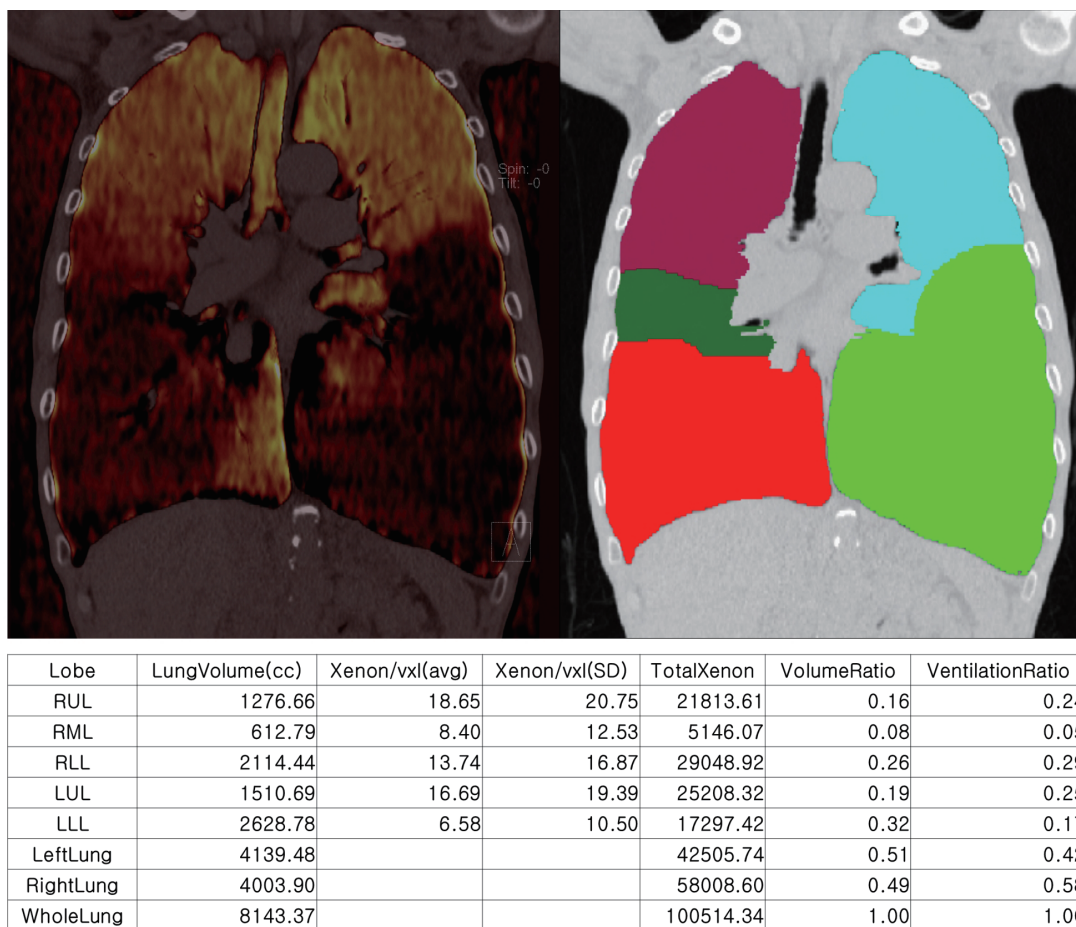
Quantification results of Xenon ventilation CT imaging
